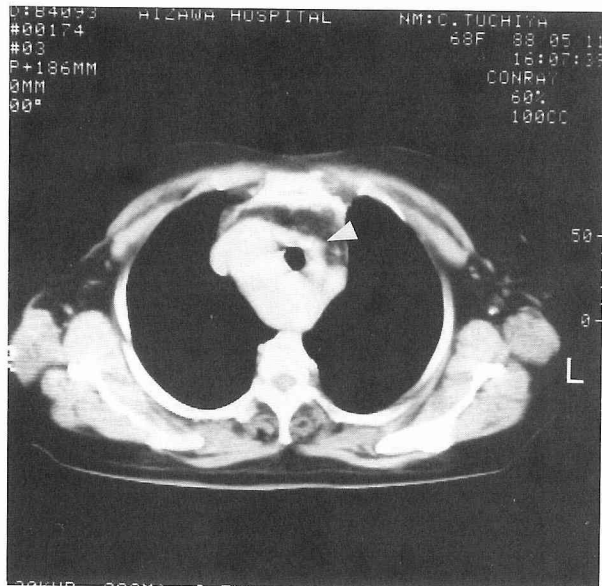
大動脈弓CT像（造影後，矢印は左総頸動脈）
